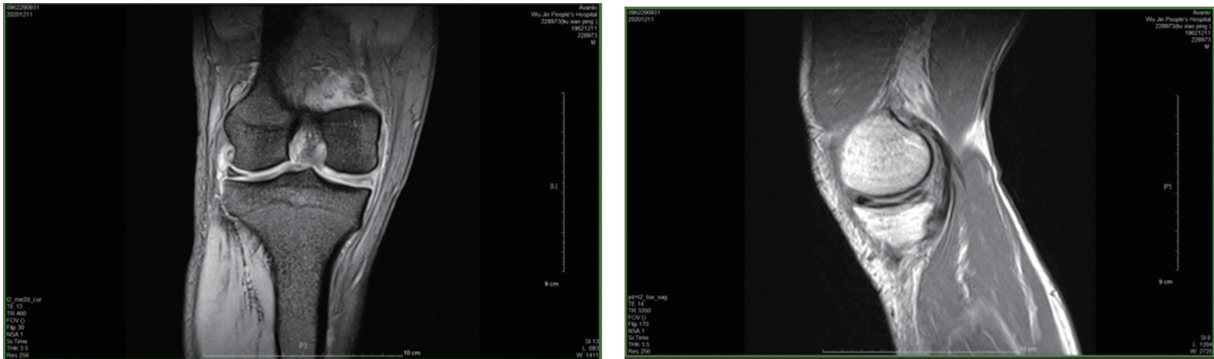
术前 MRI 检查显示半月板损伤合并膝关节炎
